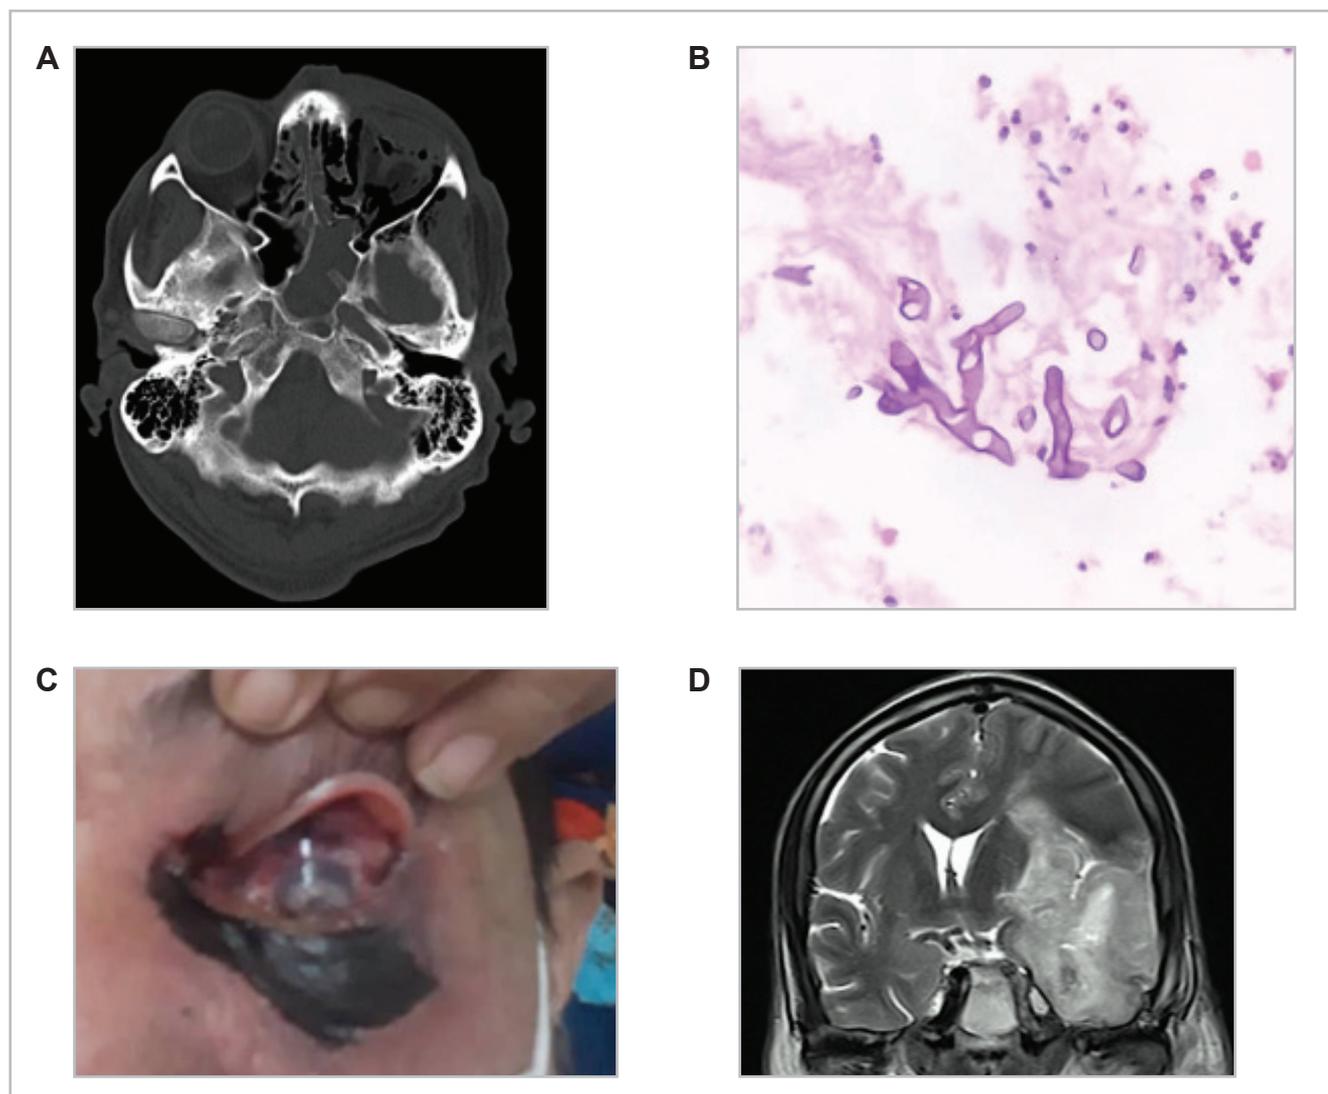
Paciente 1. A: TC de senos paranasales: inflamación sinusal etmoidoesfenoidal con cambios postoperatorios de evisceración ocular izquierda. B: biopsia del tejido necrótico del paladar (HE 40x): Hifas no septadas ramificadas compatibles con un mucoral. C: lesión necrótica negra en párpado inferior y mejilla izquierda. Cambios necróticos residuales en cavidad orbitaria. D: RM cerebral simple corte coronal (T2): trombosis de la porción cavernosa de la arteria carótida interna izquierda con área isquémica ipsilateral corticosubcortical temporoinsular y de los núcleos basales adyacentes en territorio de la arteria cerebral media, con transformación hemorrágica y efecto de masa.
